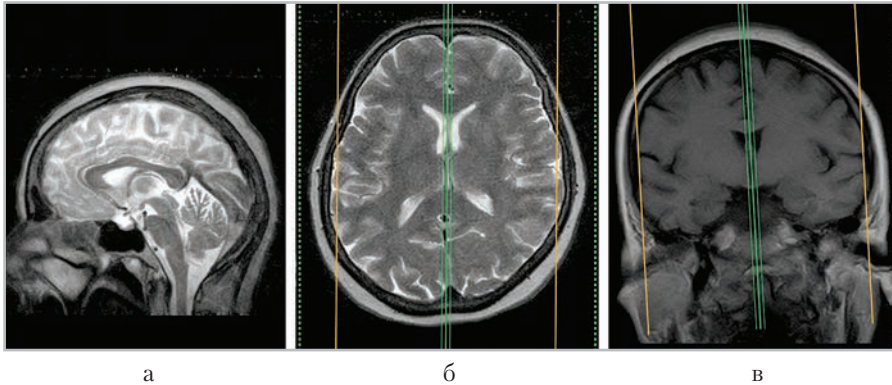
МР-томограммы, полученные для планирования сагиттальных срезов (*а*) в аксиальной (*б*) и коронарной (*в*) плоскостях
